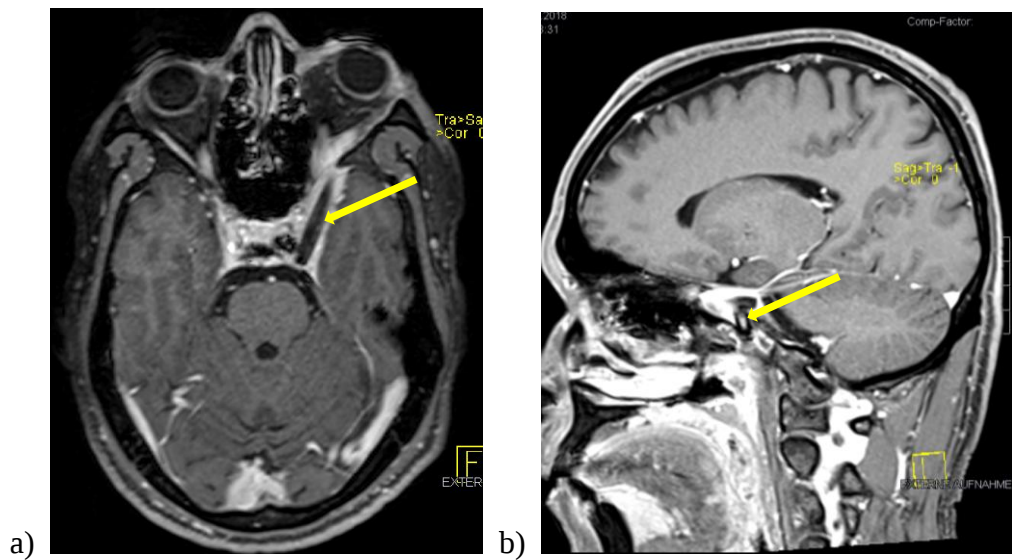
MRT des Schädels, Verlaufskontrolle 4 Monate nach dem Trauma. a) T1-Sequenz mit KM, axiale Schicht. Hypointenser FK links temporal mit Zeichen einer Umgebungsreaktion (gelber Pfeil). b) T1-Sequenz mit KM, sagittale Schicht. Spitze des FK im Kontakt mit der ACI links mit einliegendem Stent (gelber Pfeil).
